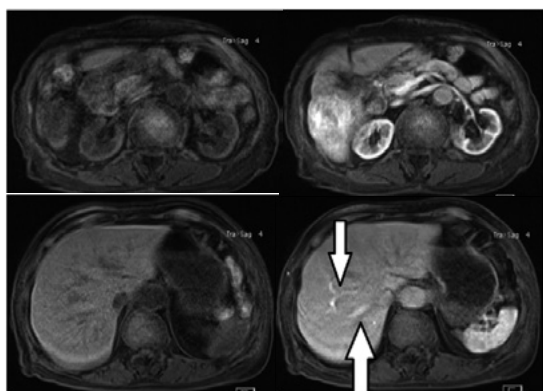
造影MRI (T1強調像) 左: 造影前 右: 動脈相
